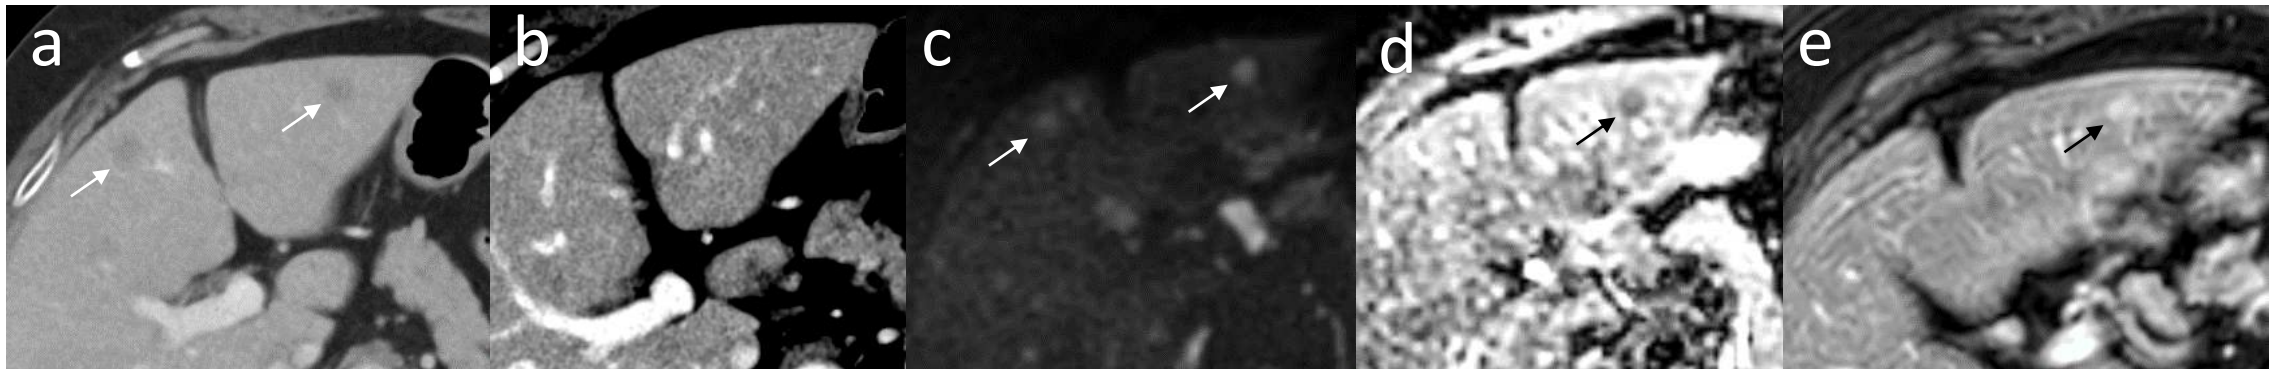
Paciente con neoplasia de mama estadio IV. a) Metástasis hepáticas en segmentos 2 y 4a. b) Control oncológico tras inicio de quimioterapia en el que se observa esteatosis difusa de nueva aparición y aparente desaparición de las metástasis hepáticas conocidas. c, d y e) RM para confirmar la respuesta total hepática (DWI, ADC y T1 con contraste en fase tardía, respectivamente) en el que se evidencia la persistencia de las metástasis.
